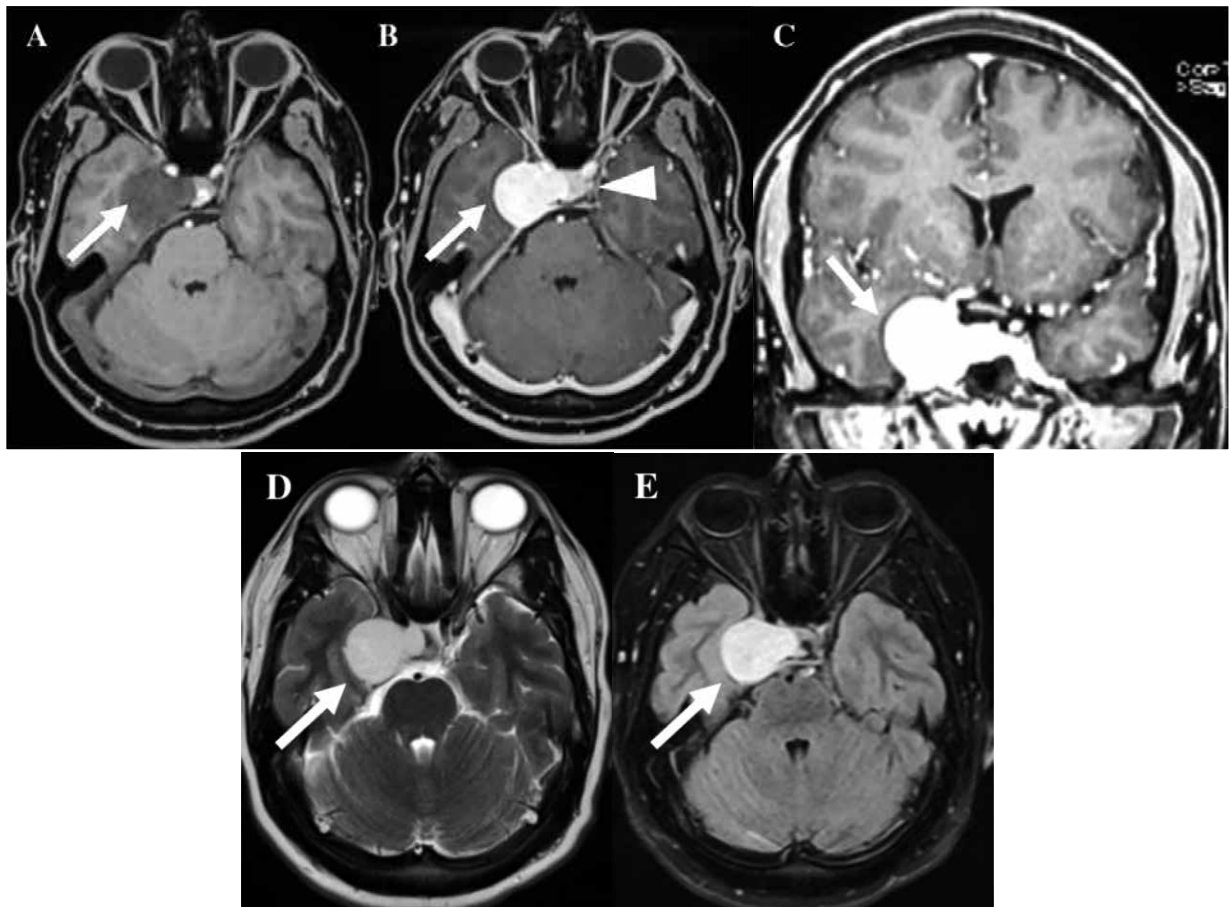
RMN cerebral. A. Corte axial en secuencia T1 donde se evidencia proceso expansivo hipointenso en el seno cavernoso derecho (flecha). B. Corte axial en secuencia T1 contrastada que evidencia que el proceso expansivo capta ávidamente contraste (flecha) e invade la silla turca desplazando la hipófisis hacia la izquierda (cabeza de flecha). C. Corte coronal en secuencia T1 contrastada que evidencia el proceso expansivo hipercaptador de contraste (flecha). D. Corte axial en secuencia T2 que evidencia que el proceso expansivo del seno cavernoso es altamente hiperintenso (flecha). E. Corte axial en secuencia FLAIR que evidencia el proceso expansivo hiperintenso (flecha).
